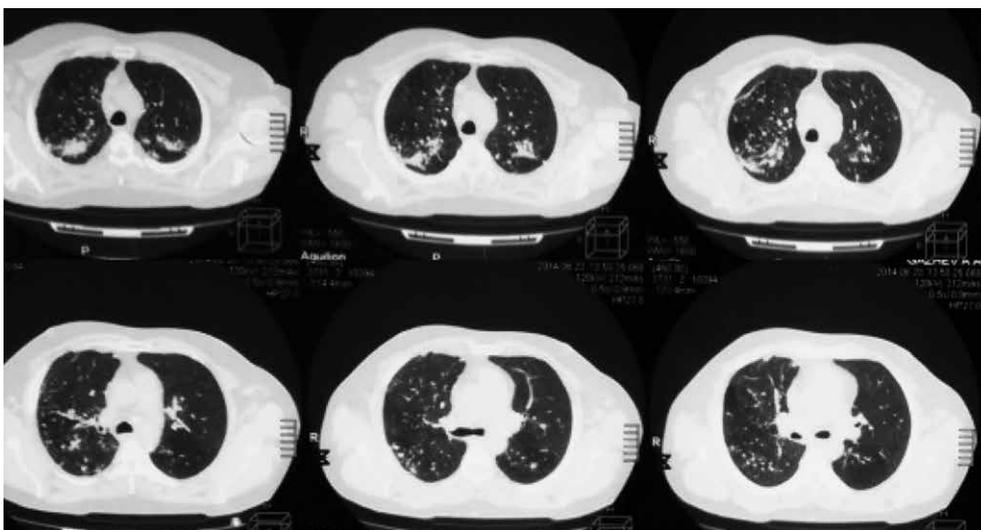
МСКТ грудной клетки пациента Г.В. от 23.06.2014 г. (ГПТД)
